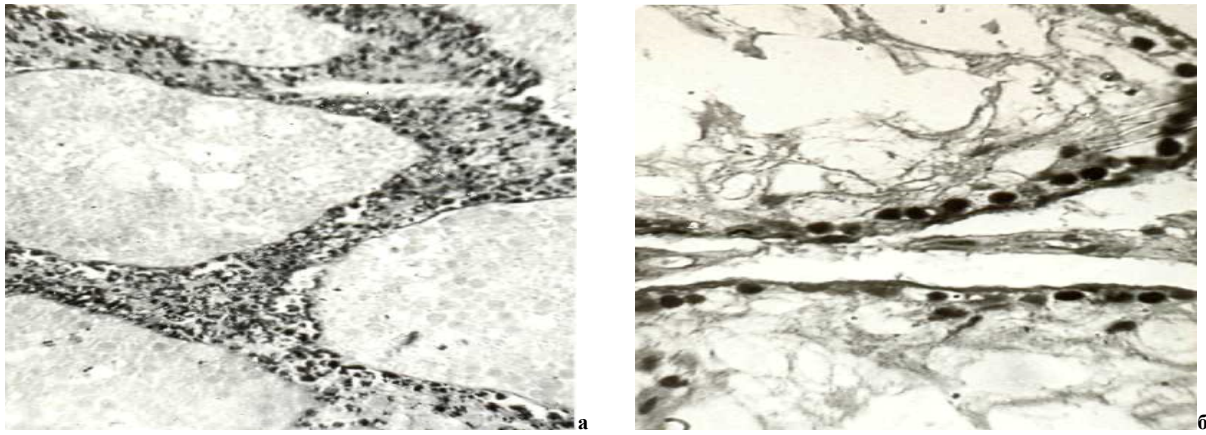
Деформація звивистих сім'яних трубочок, відсутність в них клітин сперматогенного епітелію, лімфоїдна інфільтрація інтерстиційної сполучної тканини (а) на 30 добу та поодинокі сперматогонії (б) на 90 добу локального рентгенівського опромінення яєчка щурів дозою 1000 Р. Заб. г.-е. Зб.: а–об.20, ок.10; б–40, ок.10.
